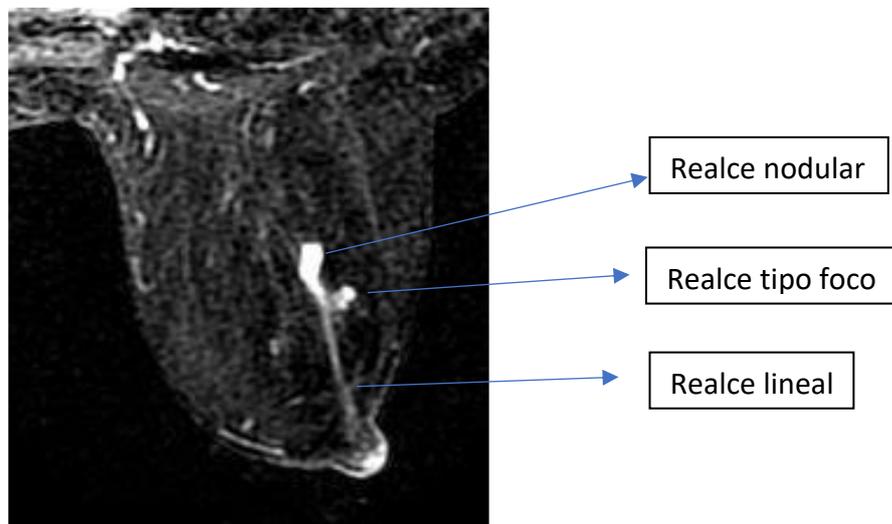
RM mamaria en corte axial. Realce lineal desde complejo areola pezón hasta plano medio donde asocia un realce nodular y un realce tipo foco (<5mm) adyacente.
